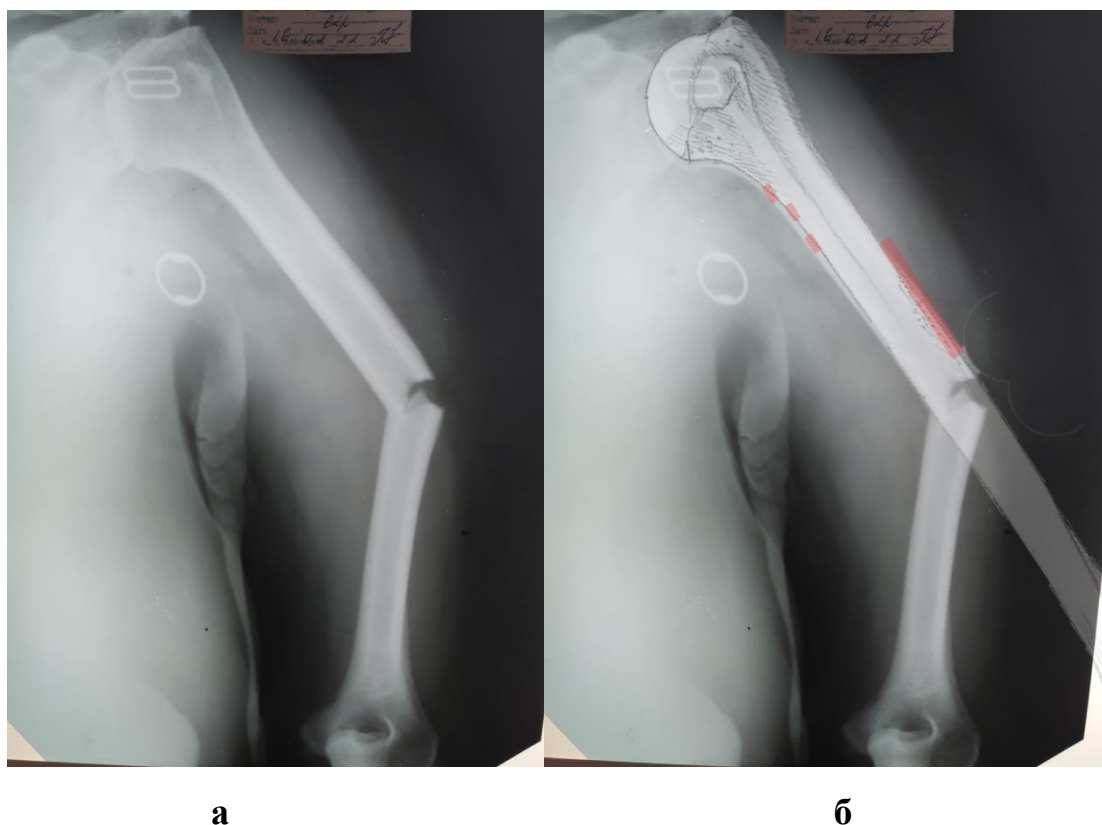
а – первинна рентгенограма ушкодженого сегменту; б – застосування моделі типових контактних взаємовідносин на етапах планування
